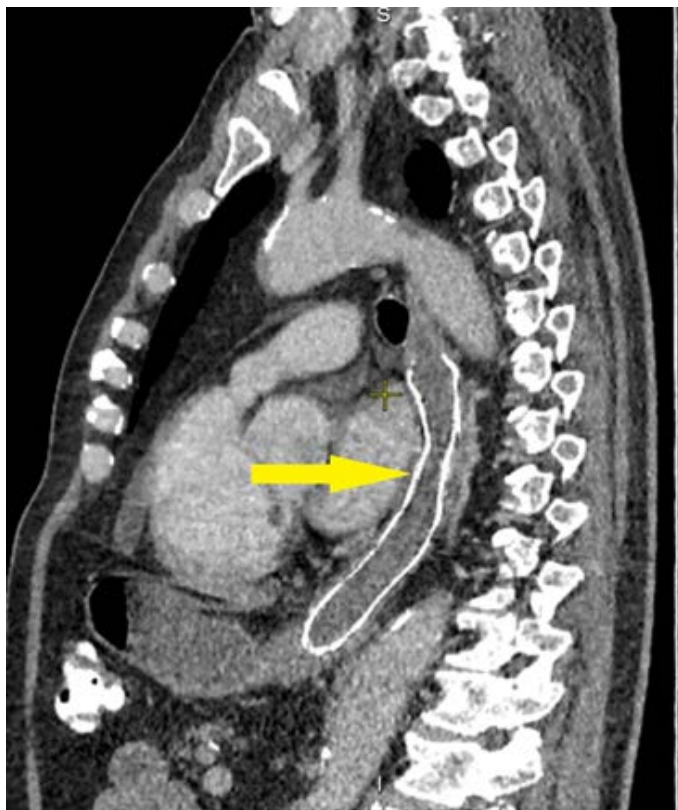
МСКТ пищевода. Локализация стента
